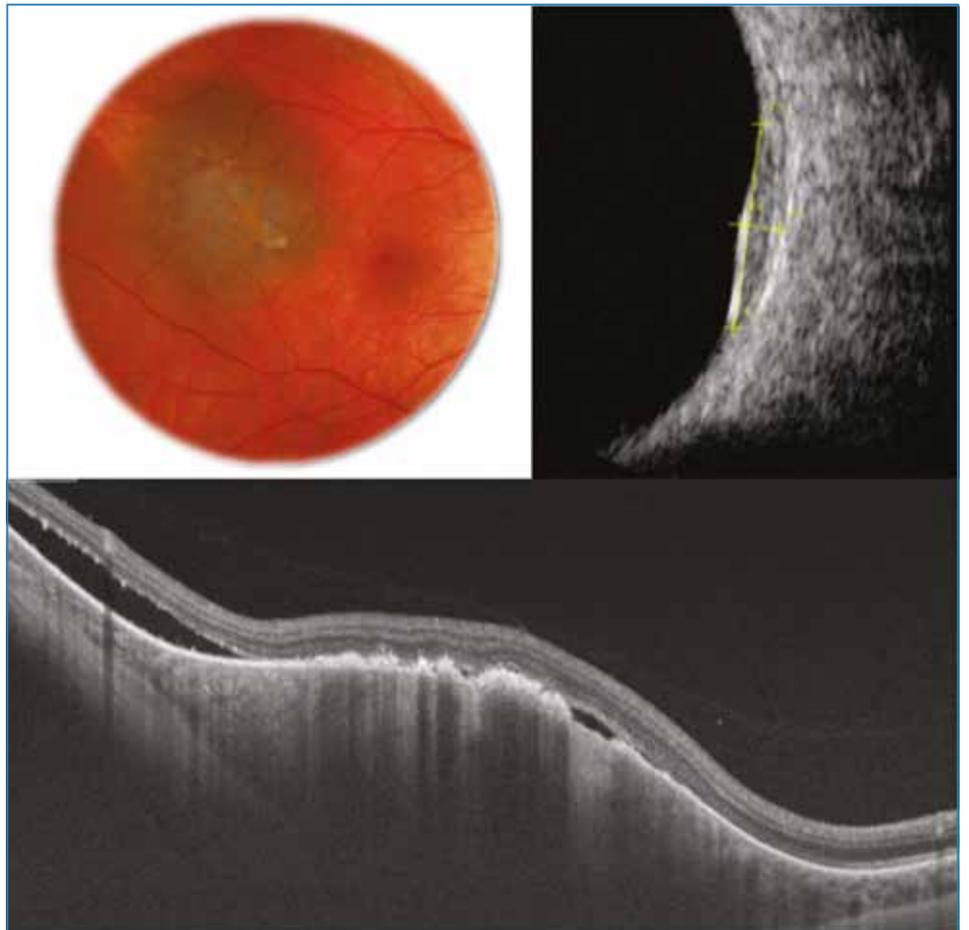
Décollement séreux rétinien en OCT en regard d'une lésion pigmentée suspecte. Épaisseur mesurée en échographie : 1,8 mm.
